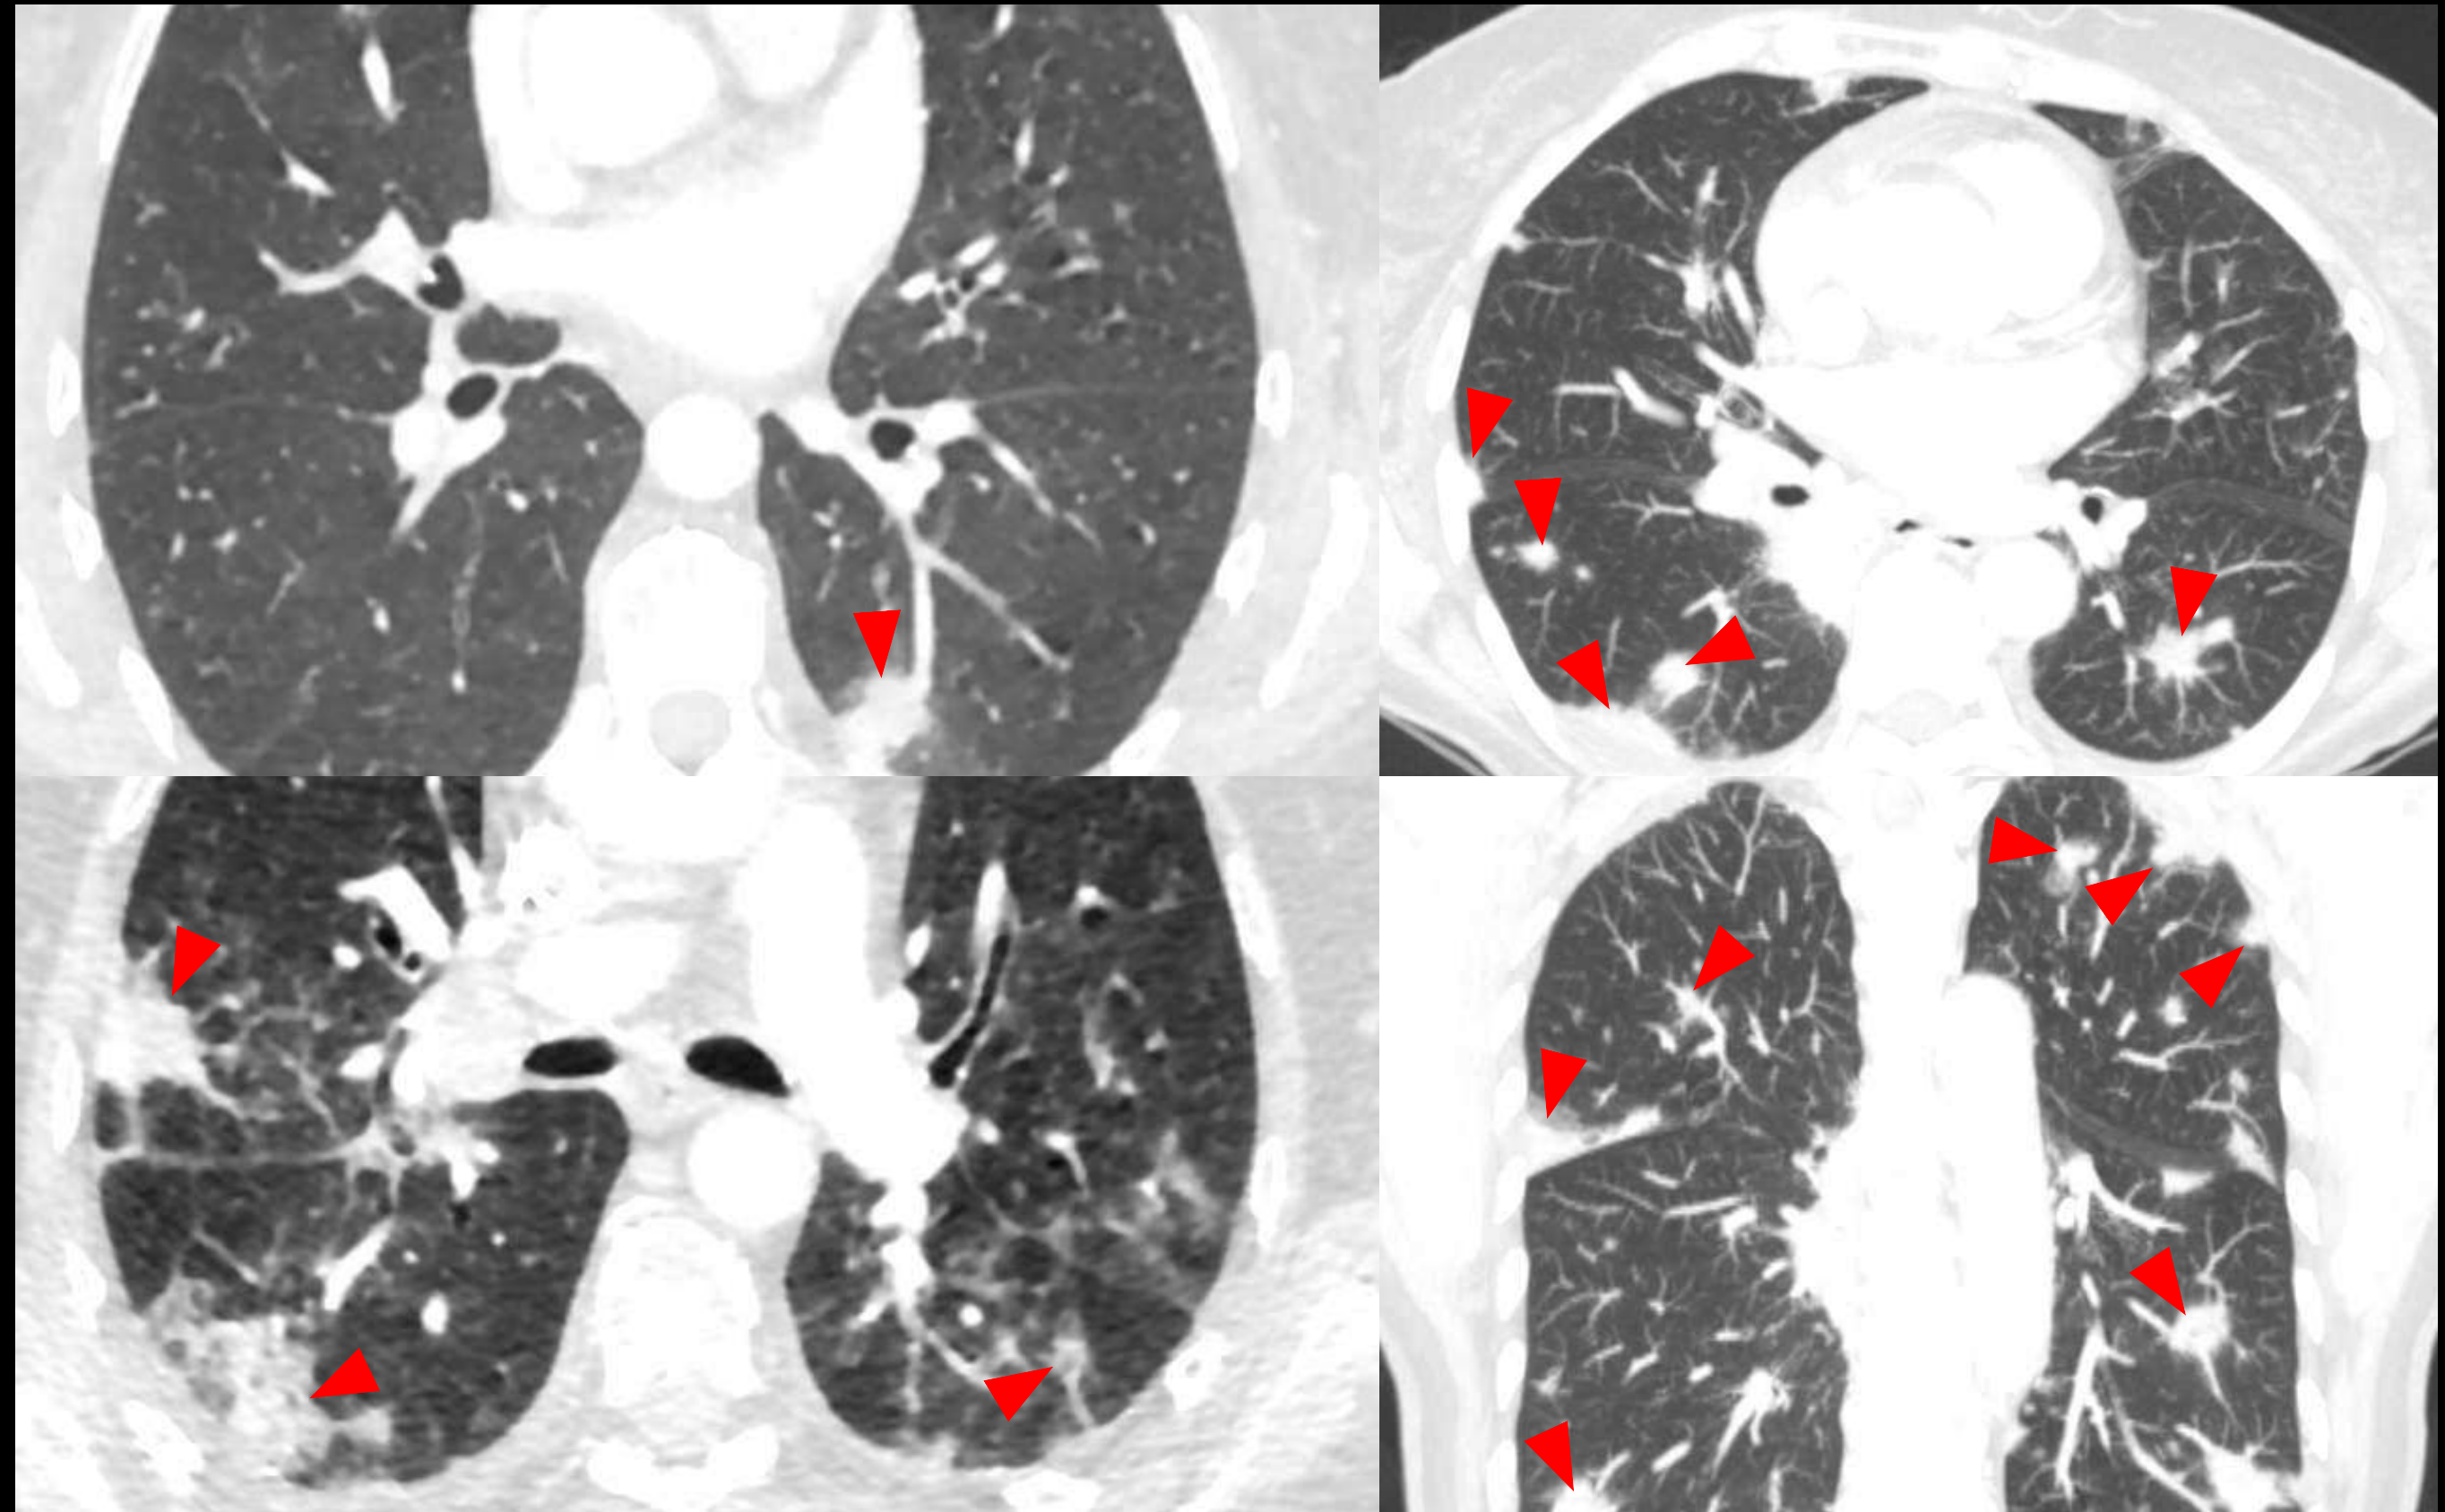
Hallazgos en TC de neumonía eosinofílica crónica (NEC). Dos pacientes diferentes, cortes axiales y coronales.
